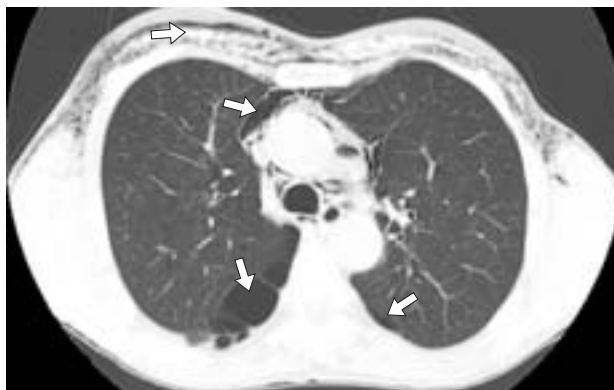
КТ грудной клетки, аксиальный срез. Двустороннее буллезное поражение легких, спонтанная эмфизема средостения, эмфизема мягких тканей грудной стенки (стрелки).
